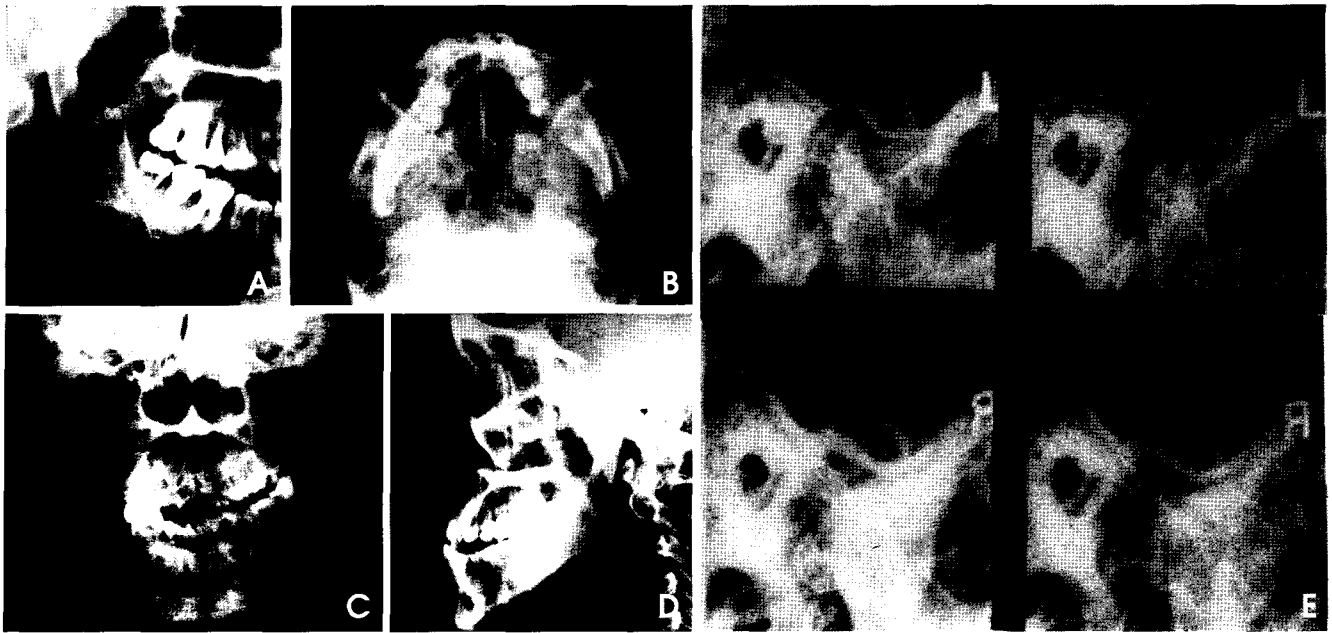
A, B, C. Panoramic, submentovertex, and posteroanterior mandibular radiographs show irregular condylar enlargement. D. Lateral cephalogram shows positional discrepancy of both mandibular inferior borders. E. Transcranial views show no marked limitation of mandibular condylar movement.
